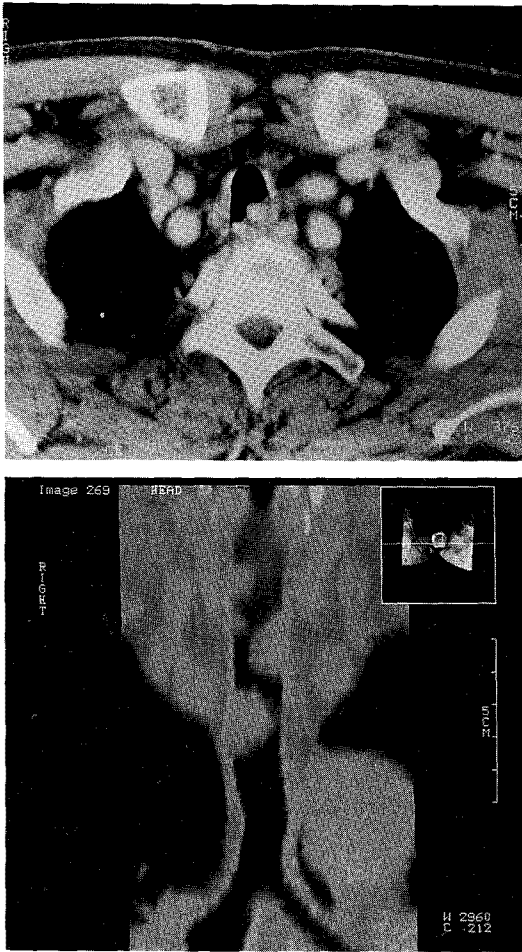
Chest CT shows multiple fungating mid-tracheal masses in cross sectional(A) and frontal section(B).
